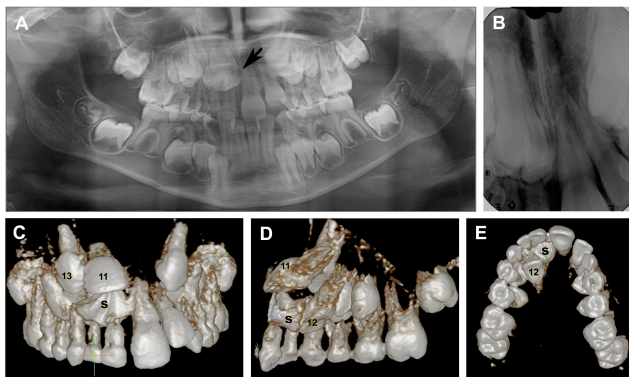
Imagens da radiografia panorâmica (A) e periapical (B), insuficientes para o diagnóstico de estrutura impedindo erupção dos dentes 11 e 12 (seta). Imagens da tomografia computadorizada, com reconstrução tridimensional vestibular (C), palatina (D) e oclusal (E), que auxiliaram no diagnóstico de dentes supranumerários fusionados (s).
